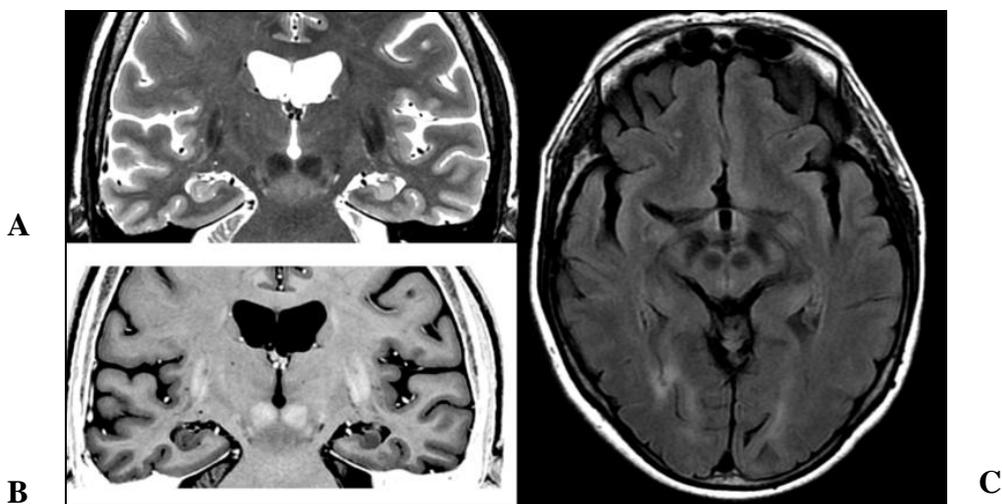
Convention radiologique : IRM du patient 2 : en séquence T2 (A) et en T2 inversion récupération (B) en coupe coronale dans le plan hippocampique montrant une sclérose hippocampique gauche. Séquence FLAIR en coupe axiale (C) montrant un hypersignal de la jonction temporo-occipitale droite.
